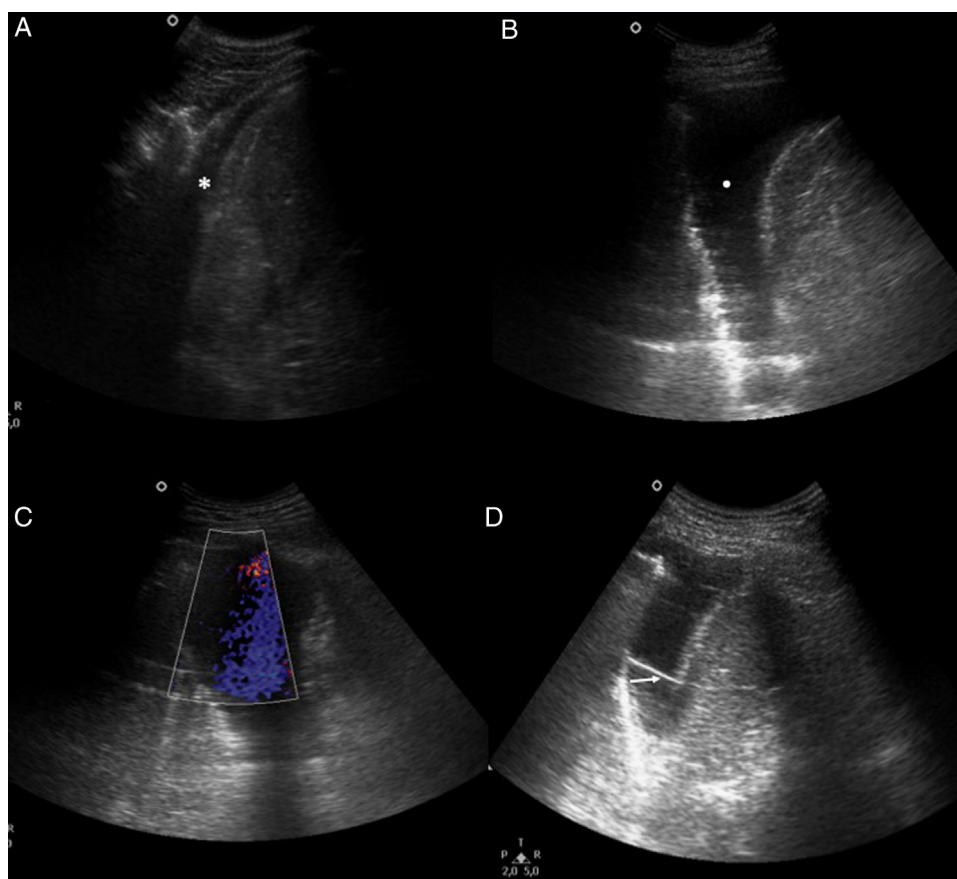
Derrames pleurales. A) Presencia de mínimo derrame pleural derecho (asterisco blanco). B) Derrame pleural no complicado (punto blanco). C) Doppler-color. Signo del color líquido. D) Derrame pleural complicado con presencia de septos en su interior (flecha blanca).
